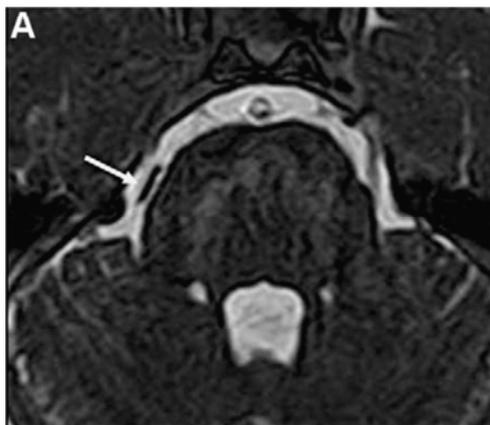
IRM-3D-T2 haute résolution montrant un simple contact de l'artère cérébelleuse supérieure sur le nerf trijumeau droit [36].
